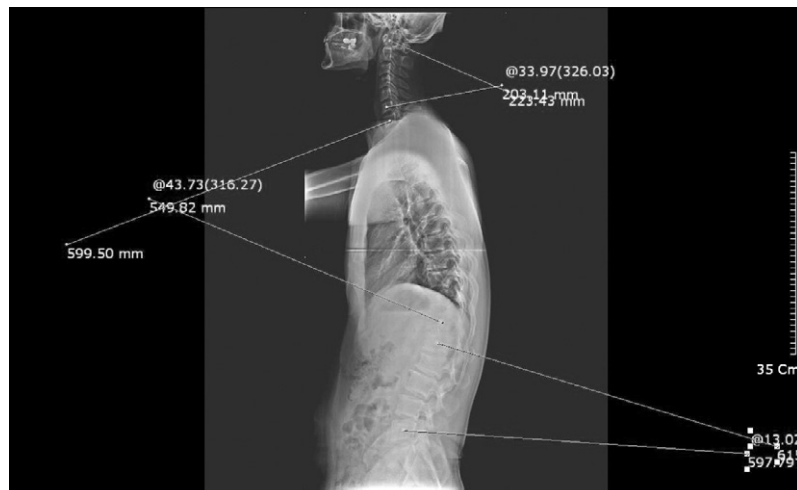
Whole spine X-ray(lateral) of Case 1. (pretreatment)
